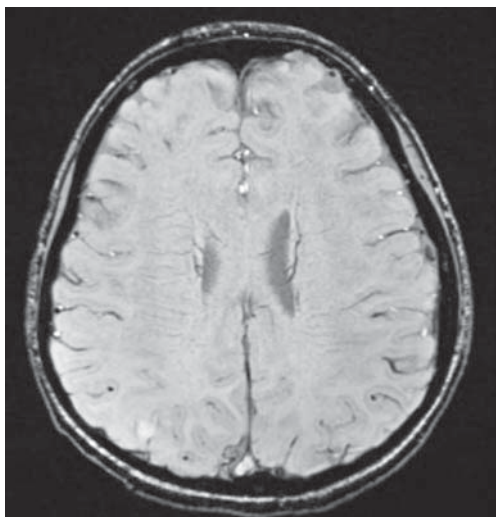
MRI SWI 10days after the accident shows no bleeding
